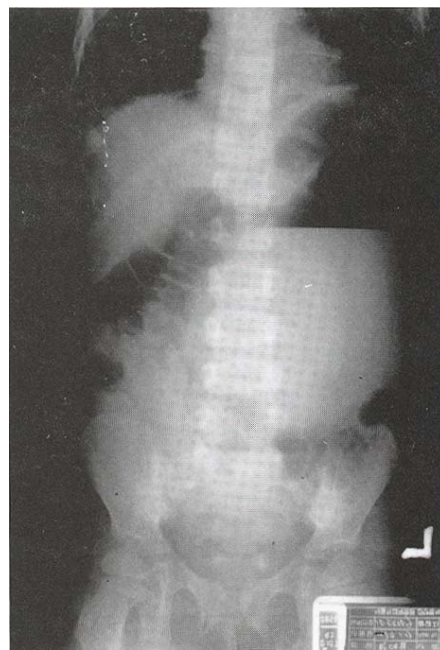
Plain abdominal radiography (erect): two large air fluid levels in the left upper quadrant of the abdomen.
